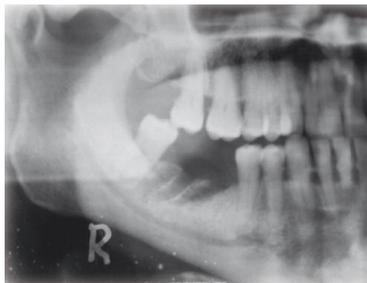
Ortopantomografía donde se aprecia la zona osteolítica de la mandíbula.
